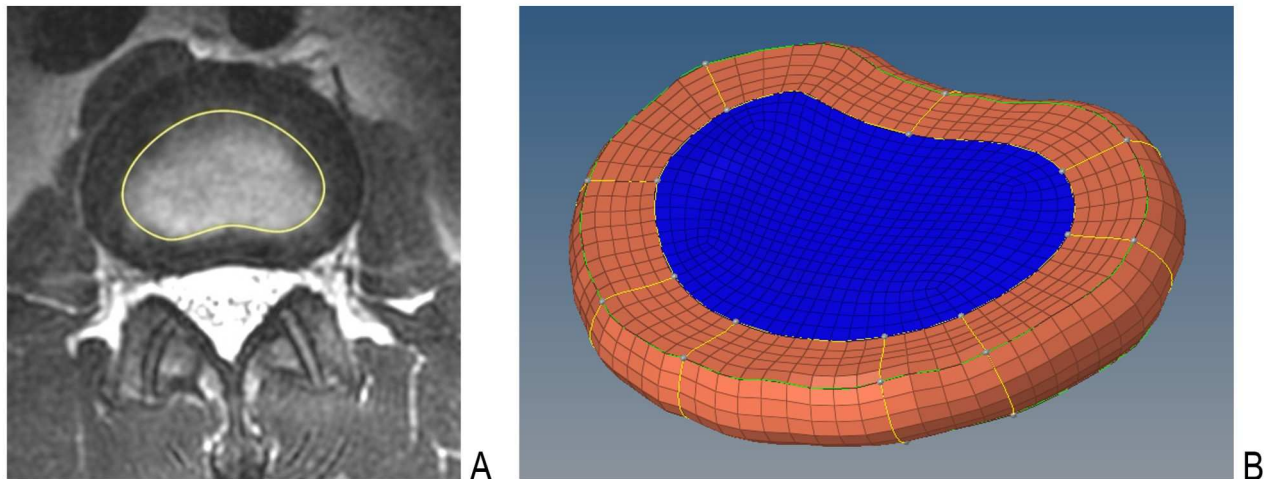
Disque L1-L2 : délimitation manuelle du nucleus sur les coupes axiales en séquence T2 de l'IRM (A), disque maillé en 2 domaines, nucleus bleu et annulus orange (B)
